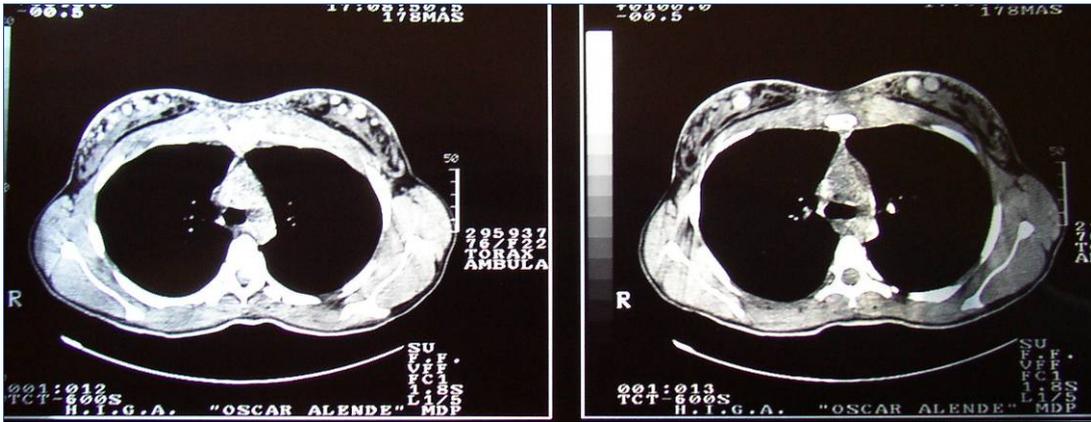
Resonancia nuclear magnética. Se identifican siliconomas múltiples.
